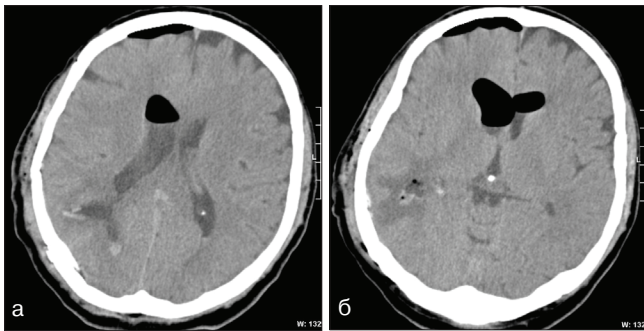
КТ головного мозга после операции в аксиальной проекции: а) устранение гемотампонады правого бокового желудочка, воздух в верхних отделах переднего рога; б) двустороннее заполнение воздухом расширенных передних рогов боковых желудочков, свидетельствующее об устранении блокады межжелудочкового отверстия
